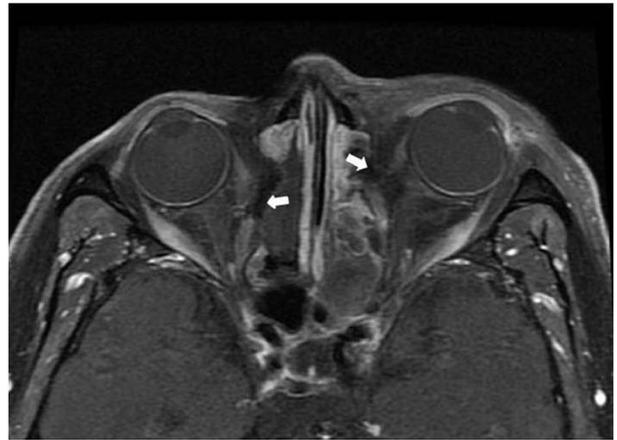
Case 2. Preoperative orbital magnetic resonance imaging showing transected both medial rectus muscles (arrows).
